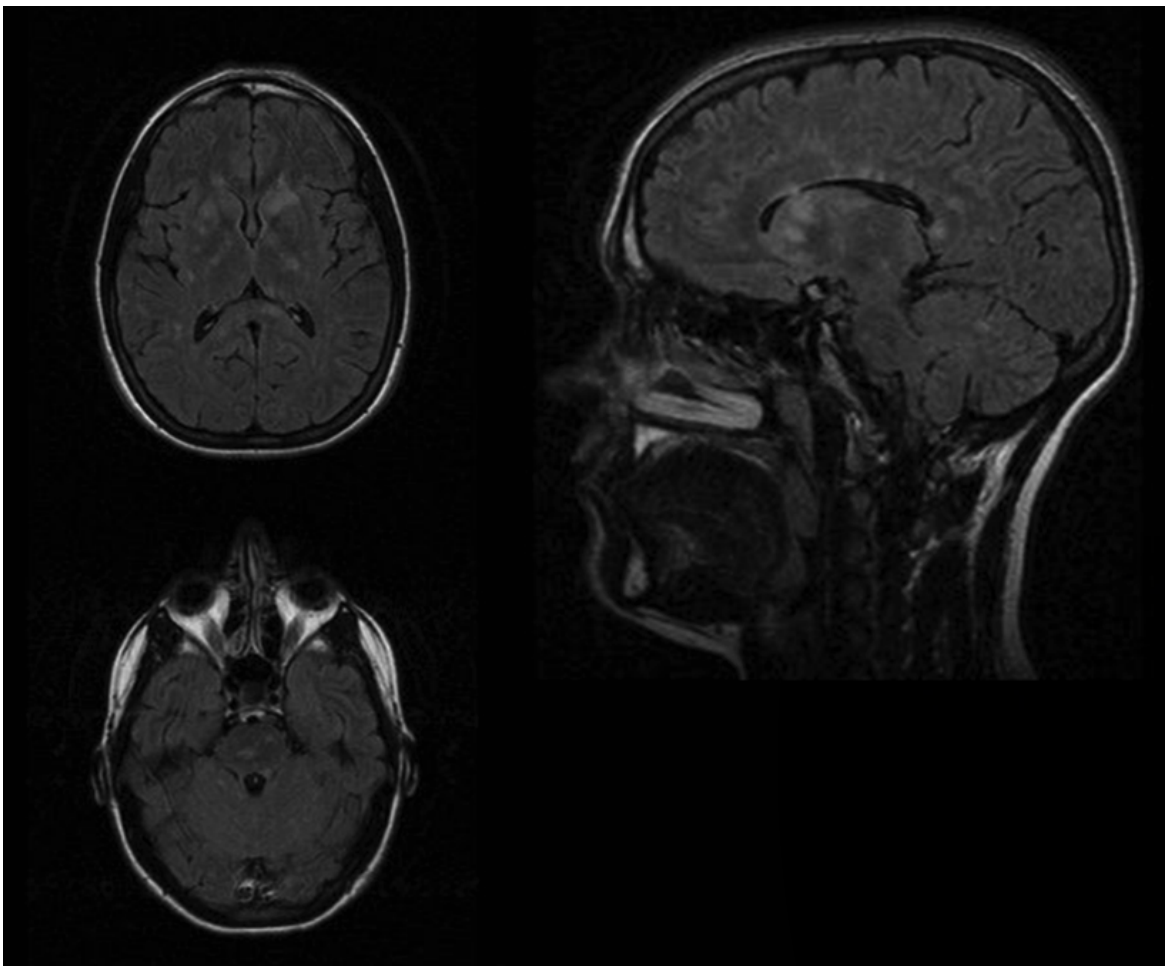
RM Secuencias axial y sagital FLAIR. Lesiones hiperintensas en la zona central del cuerpo calloso, el núcleo caudado, la protuberancia y pedúnculos cerebelosos.
